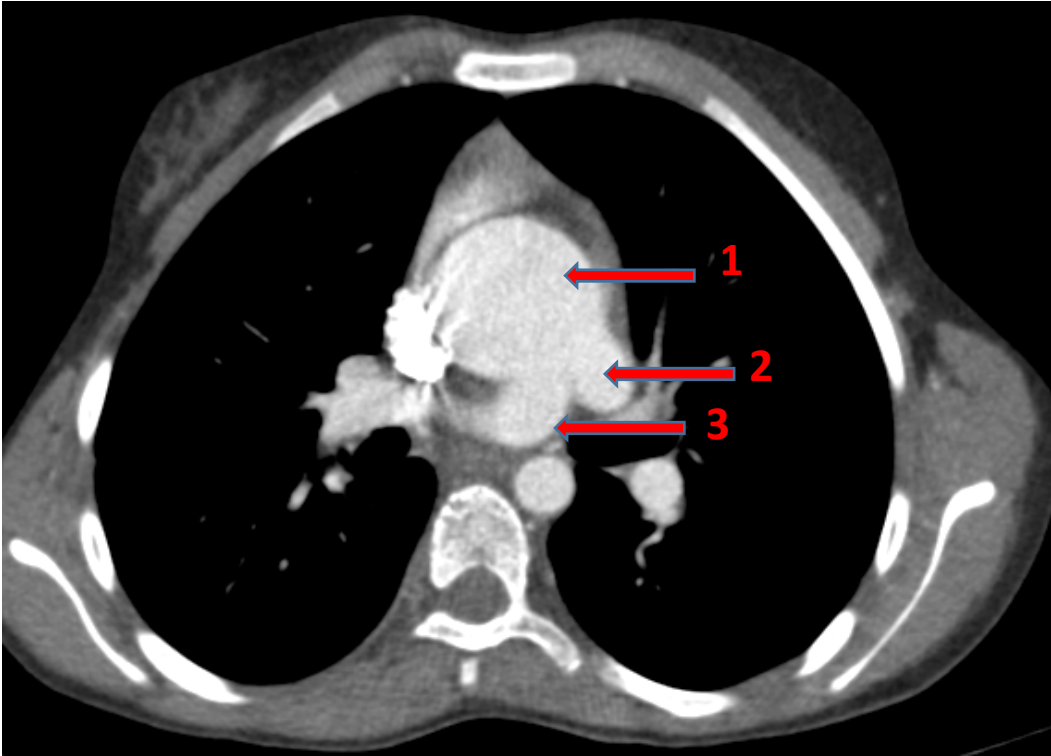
TDM thoracique, en coupe axiale, de la malformation du truncus arteriosus TYPE II, montrant la sortie des deux artère pulmonaire gauche et droite du Tronc Arterial commun, chez un patient de 14 ans (service de radiologie CHU Mohamed VI Marrakech).
